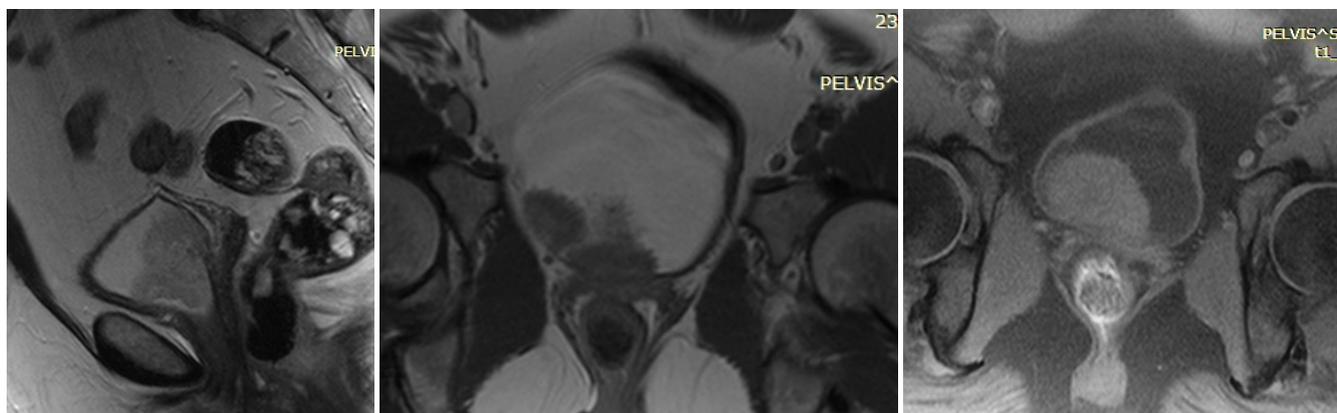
Магнитно-резонансная томография пациентки К.Л.А. Мультифокальные опухоли мочевого пузыря
